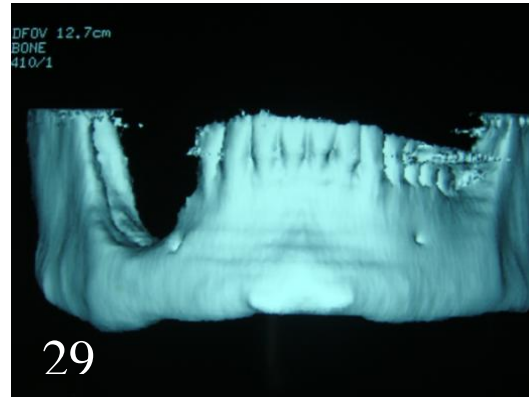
Imagem tridimensional da tomografia computadorizada, mostrando neoformação óssea na área ressecada. A crista alveolar após tratamento se apresentou com pouca altura e sem sinais de recidiva.
